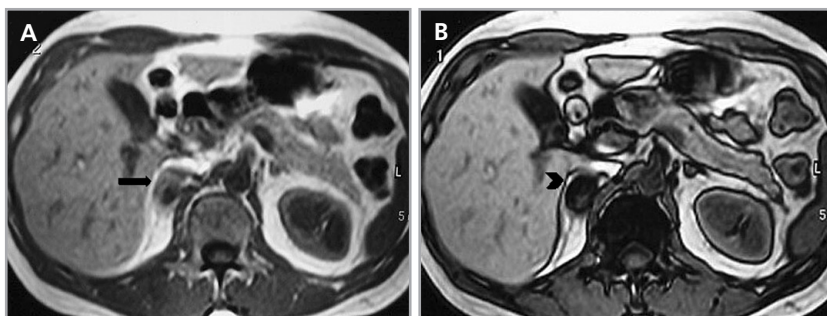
Adenoma suprarrenal derecho. En imágenes de resonancia magnética ponderadas en T1 "en fase" (a) se observa un nódulo suprarrenal derecho, de intensidad similar al parénquima hepático (flecha). En secuencia T1 "fuera de fase" (b) existe una marcada caída de la señal de la lesión (cabeza de flecha), hallazgo determinado por la presencia de lípido intracelular.
